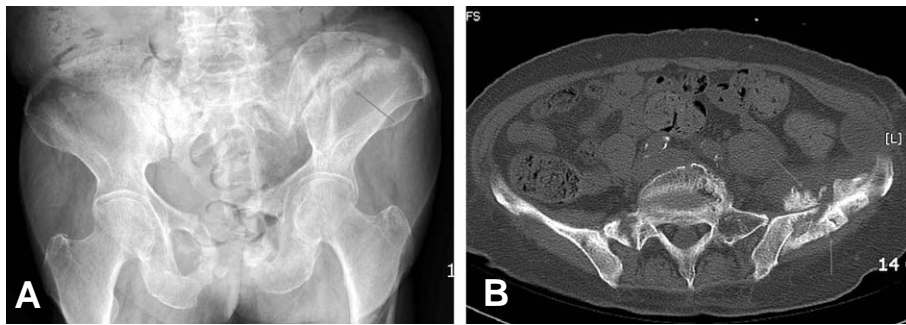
(A) Anteroposterior pelvis radiographs shows the formation of callus in pelvic wing. (B) CT shows the fracture line & formation of callus in pelvic wing.
